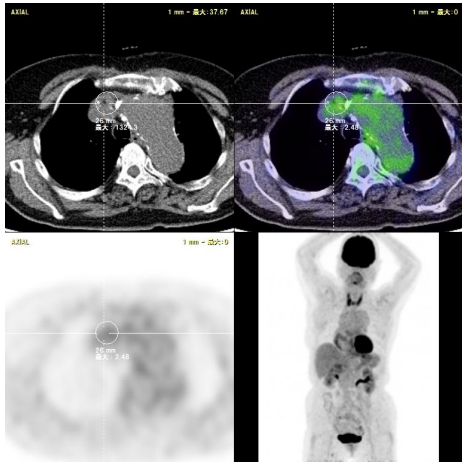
弓部および胸腹部大動脈瘤のPET所見（症例1；77歳女性）
